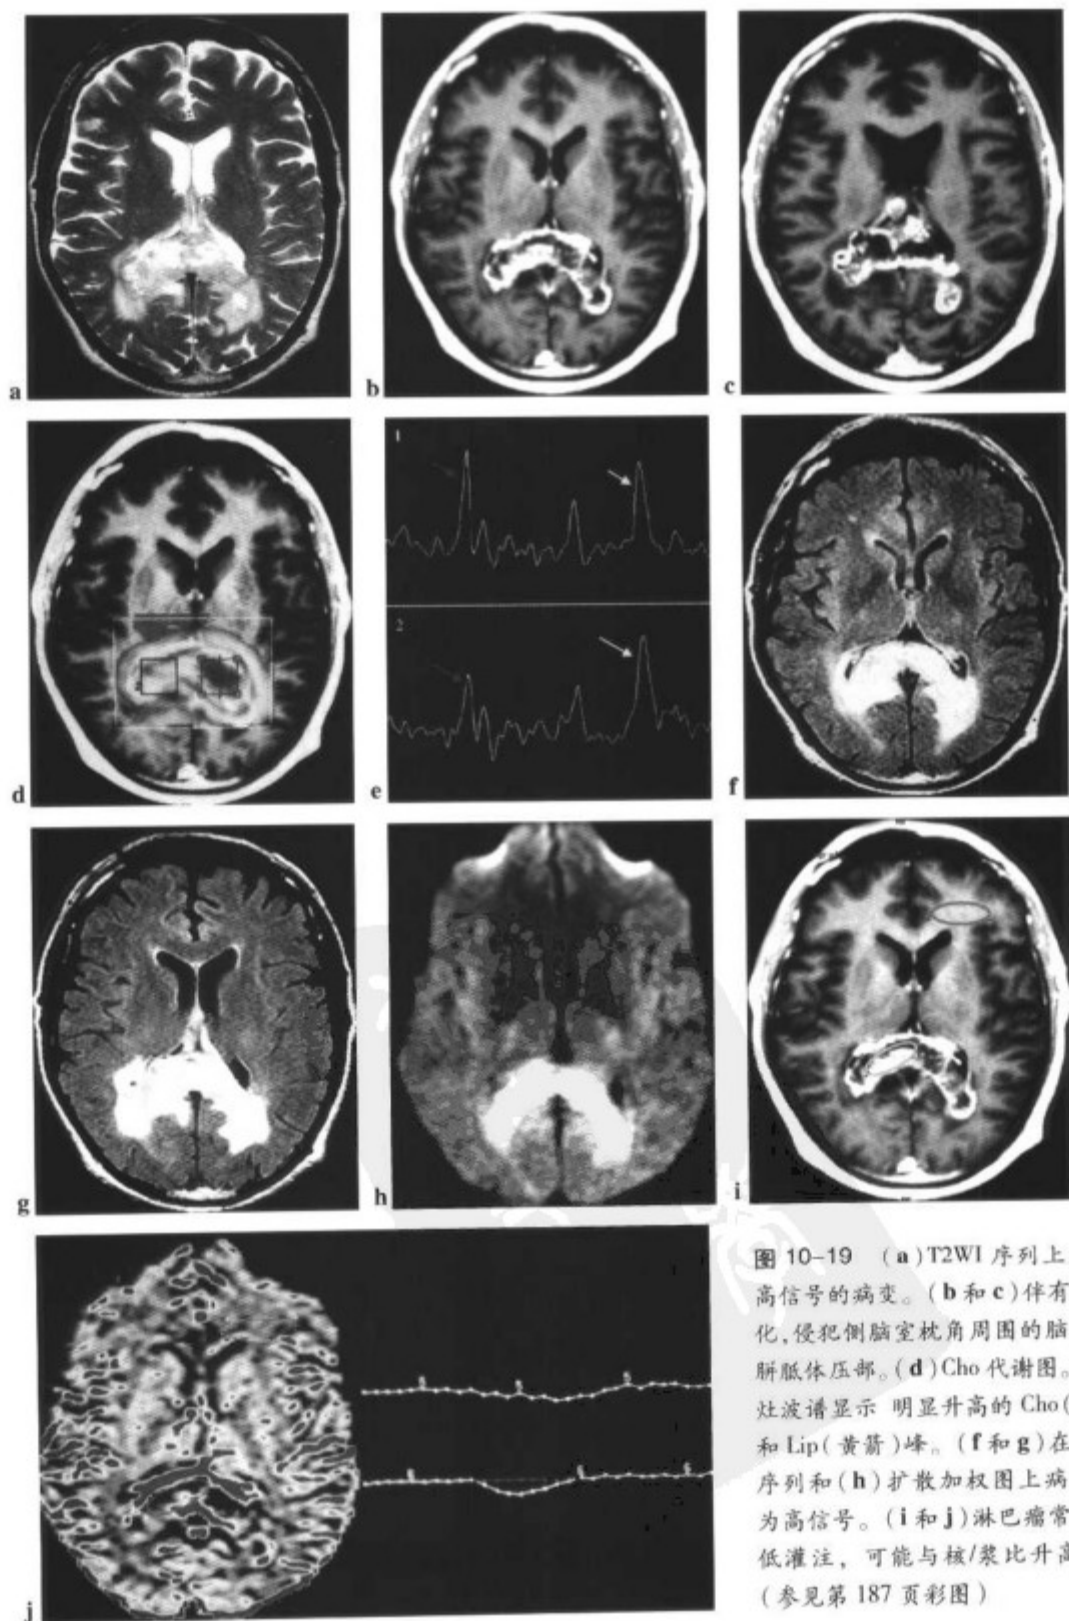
(a) T2WI 序列上显示稍高信号的病变。(b 和 c) 伴有周边强化, 侵犯侧脑室枕角周围的脑实质和胼胝体压部。(d) Cho 代谢图。(e) 病灶波谱显示明显升高的 Cho (红箭) 和 Lip (黄箭) 峰。(f 和 g) 在 FLAIR 序列和 (h) 扩散加权图上病变显示为高信号。(i 和 j) 淋巴瘤常显示为低灌注, 可能与核/浆比升高有关。(参见第 187 页彩图)
